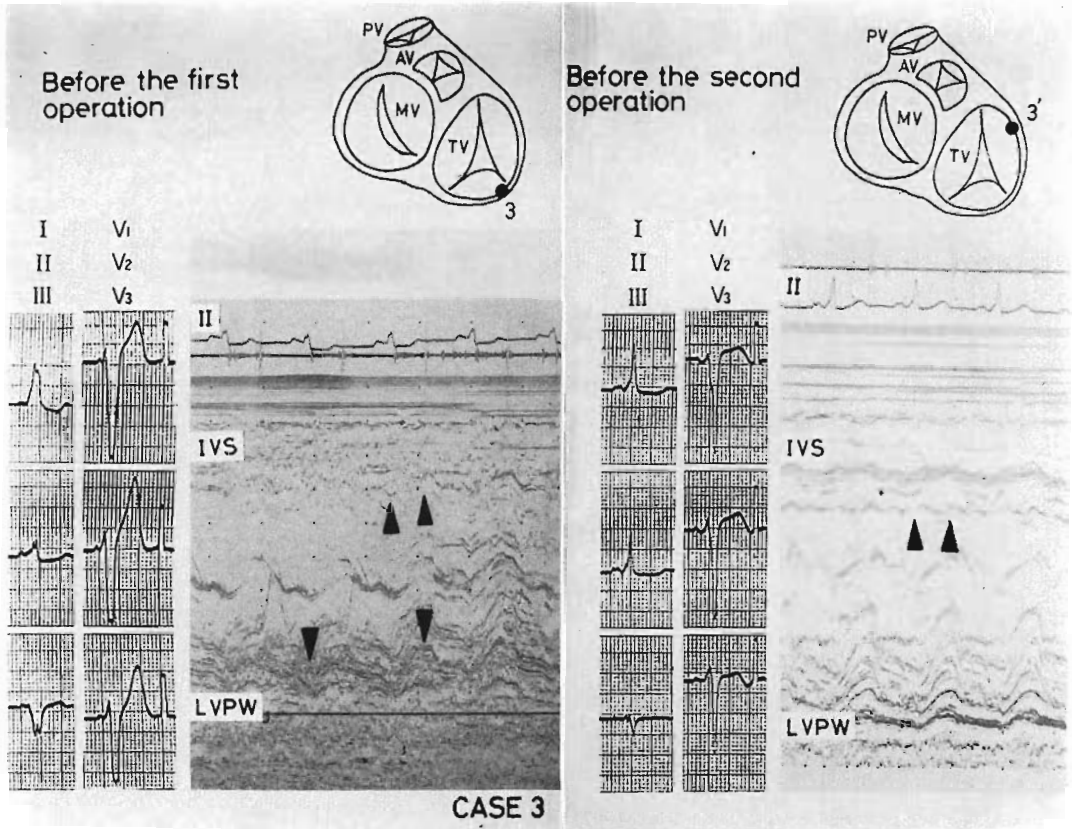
Echocardiograms of Case 3 with two accessory pathways.
